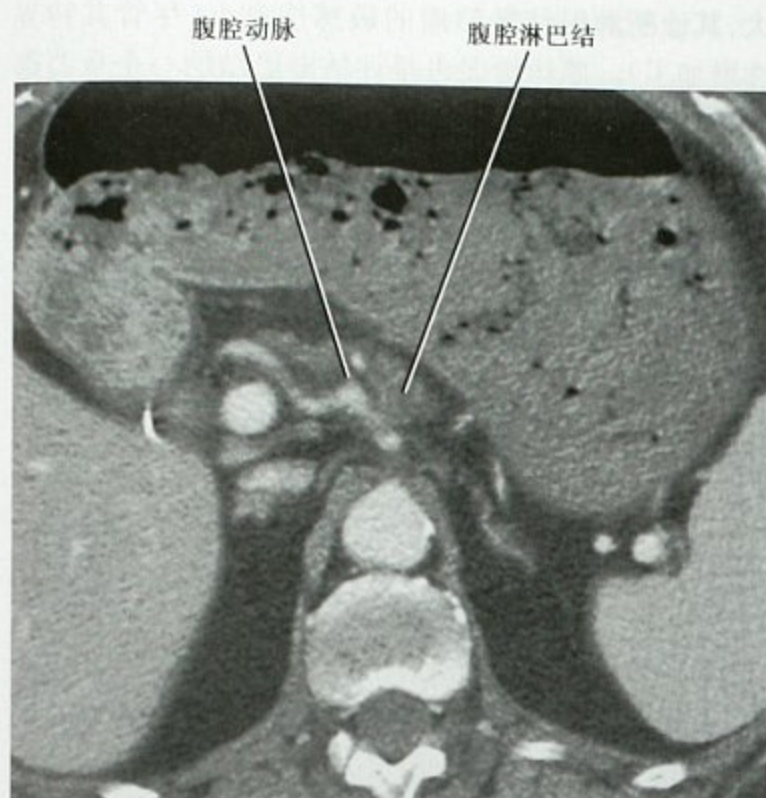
增强 CT 横断面显示腹腔淋巴结肿大
